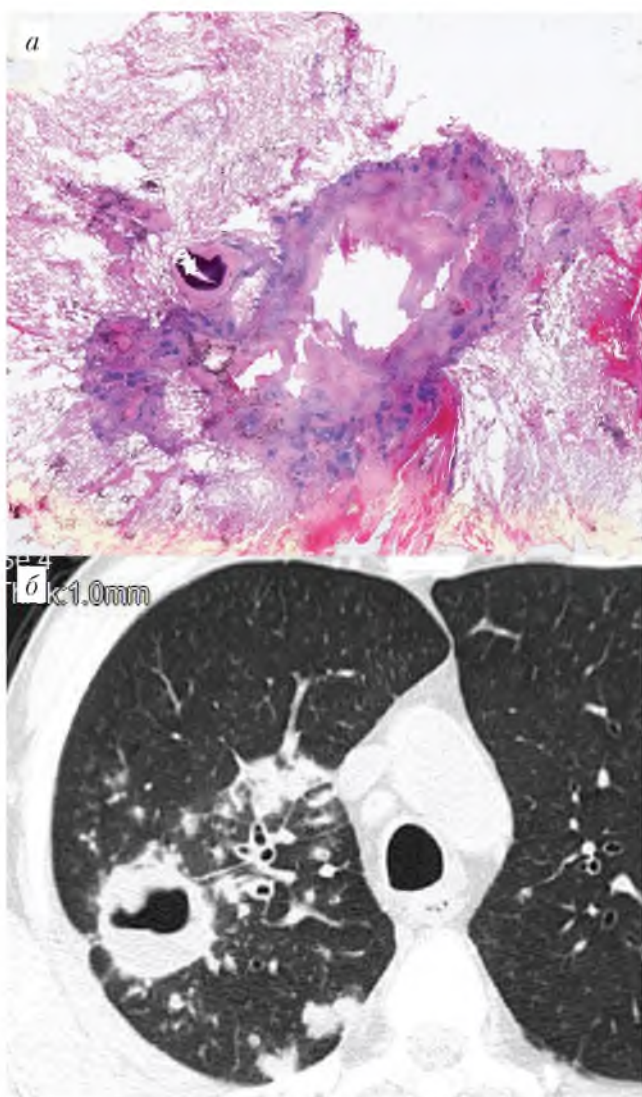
а, б. Каверна из прогрессирующей туберкулемы верхней доли правого легкого: а – гистотопограмма, б – КТ
